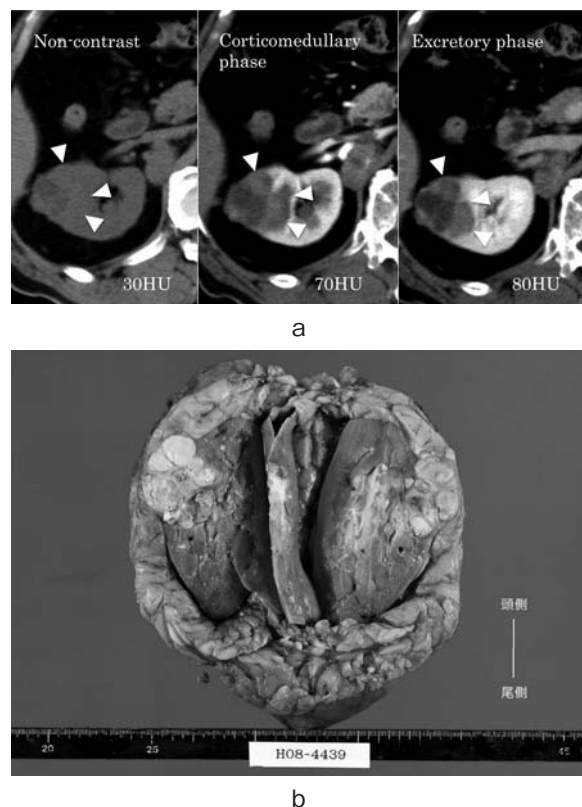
(a) Abdominal computed tomography findings of case 2. These images were taken by non-contrast (left) and contrast enhanced CT in corticomedullary phase (middle) and excretory phase (right). (b) Macroscopic findings in case 2. The resected mass was inhomogeneously lobulated solid in white.
